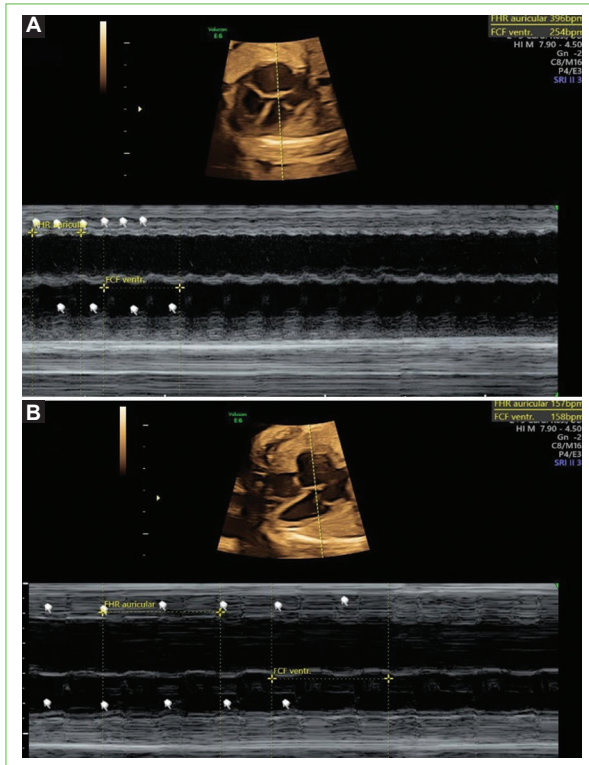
Imagen de ecocardiografía fetal del caso clínico. A: flutter auricular. B: ritmo sinusal tras reversión con digoxina.
